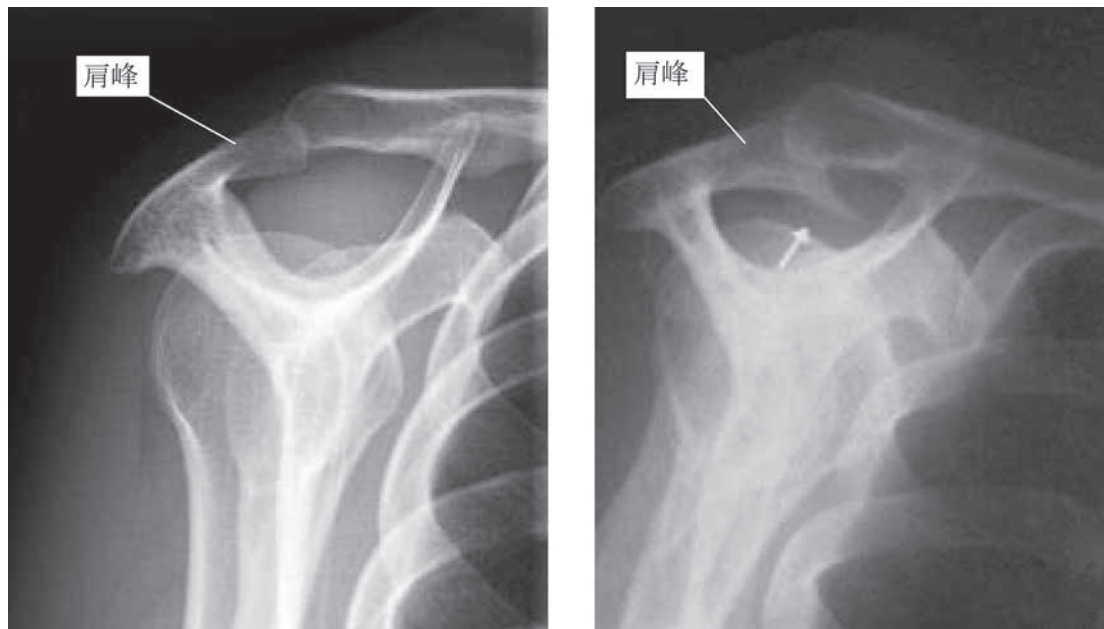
単純X線画像（左 正常画像、右 症例画像）
